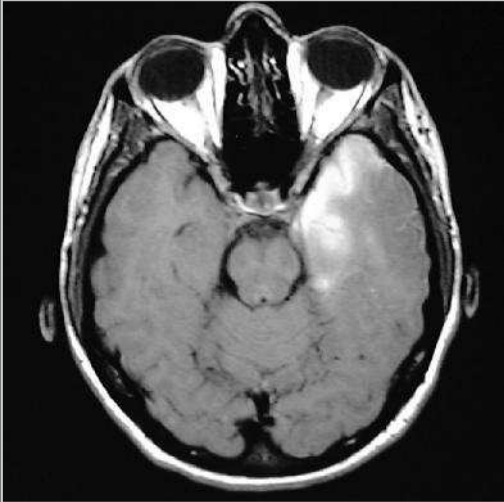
MRT zu Frage 538 und 543.
